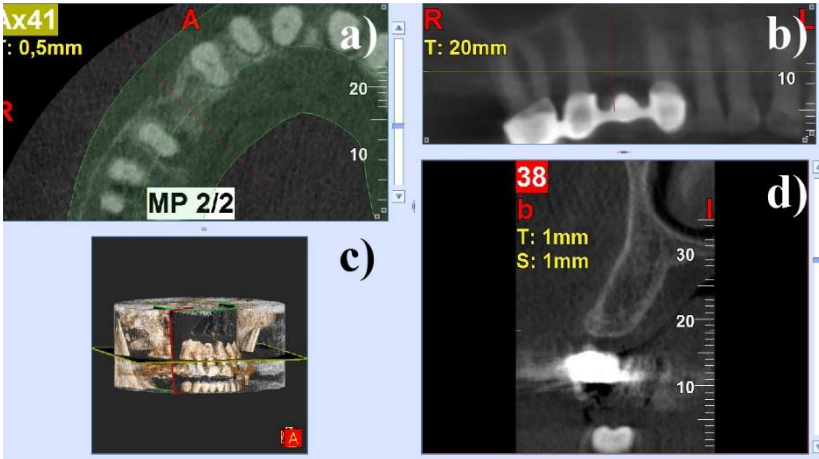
Ubicación de los cortes mediante el NNT software. A) Plano axial donde ubicamos el trazado en mitad de la cresta y el corte sagital según la férula radiológica. B) Reconstrucción de la ortopantomografía donde comprobamos la ubicación del plano sagital según la férula radiológica. C) Reconstrucción 3D donde comprobamos la correcta ubicación de los cortes previos. D) Plano sagital donde realizamos las mediciones.
